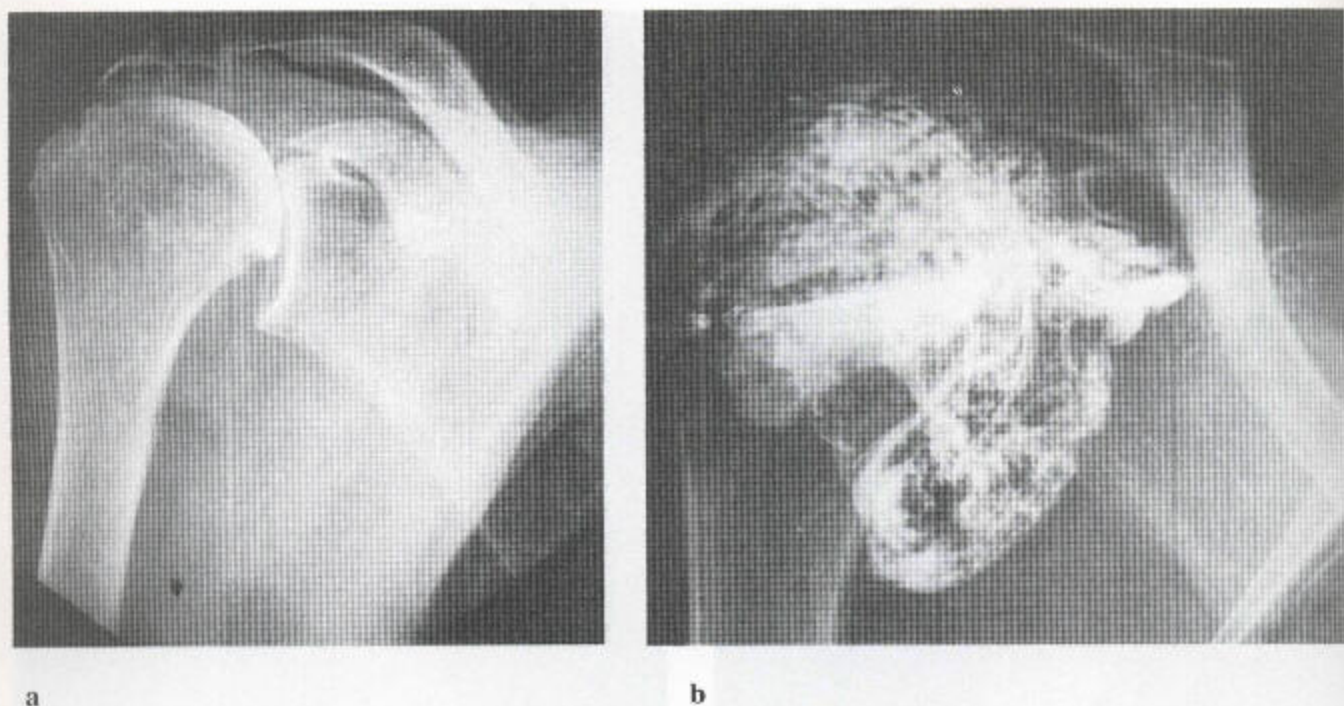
类风湿性关节炎的关节造影 (a) 平片显示广泛性脱钙和腋下区域内的软组织肿胀。脂肪层移位提示关节囊松弛。边缘有侵蚀。肱骨头向上半脱位伴盂肱关节闭塞。(b) 关节造影中，平片上所见软组织肿胀相当于肿胀的关节囊，内充满许多充盈缺损及一些游离体。有滑膜增殖，关节内有碎片和纤维蛋白体。旋转套撕裂，如肩峰下囊充盈所示。
